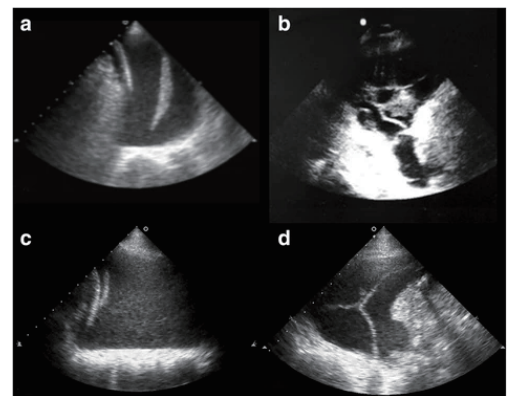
様々なタイプの胸水エコー所見: a.滲出性、b.膿胸、c.血胸、d.隔壁を伴う複雑性胸水
